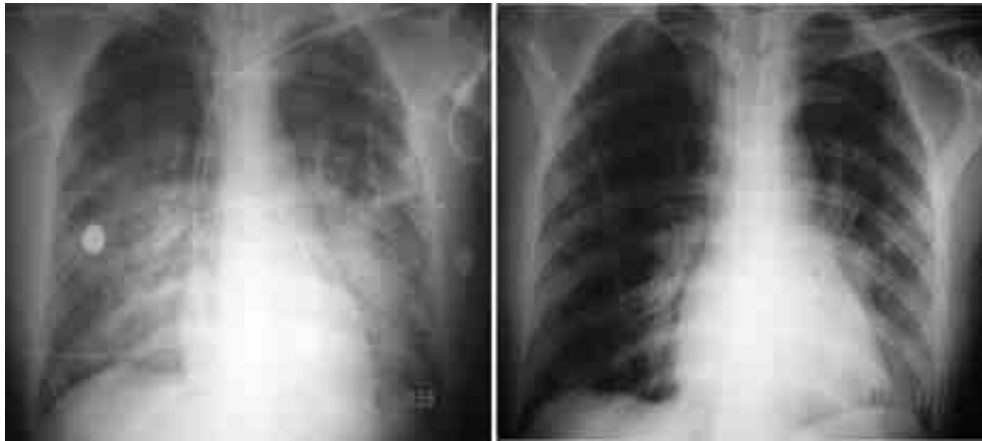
Caso 2. Radiografías de tórax. Izquierda: Infiltrados pulmonares bilaterales y confluentes en una enferma con NET; derecha: Resolución de infiltrados pulmonares una vez instituido tratamiento con técnica de reclutamiento alveolar con protección pulmonar.
